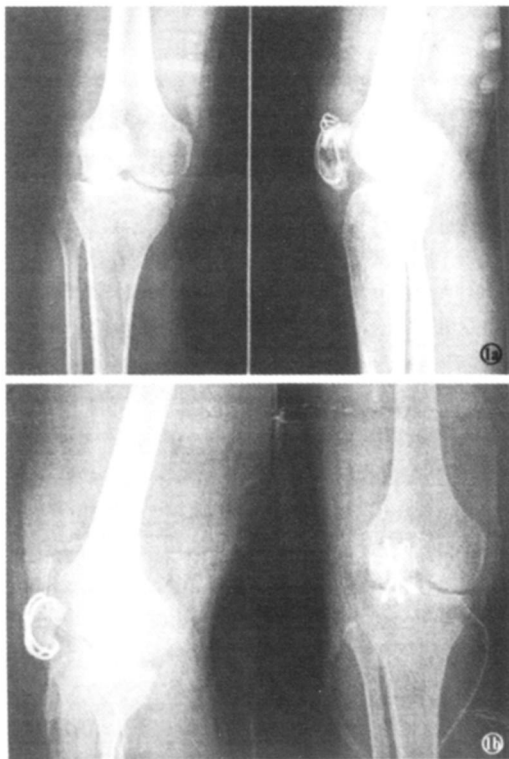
患者,男,18岁,右髌骨骨折第 4次钢丝内固定术后骨不连合并骨软组织感染 9个月,可见脓液、脓腔和死骨,行病灶清除、植骨、聚髌器内固定 1a 术前正侧位 X线片; 1b. 术后正侧位 X线片
